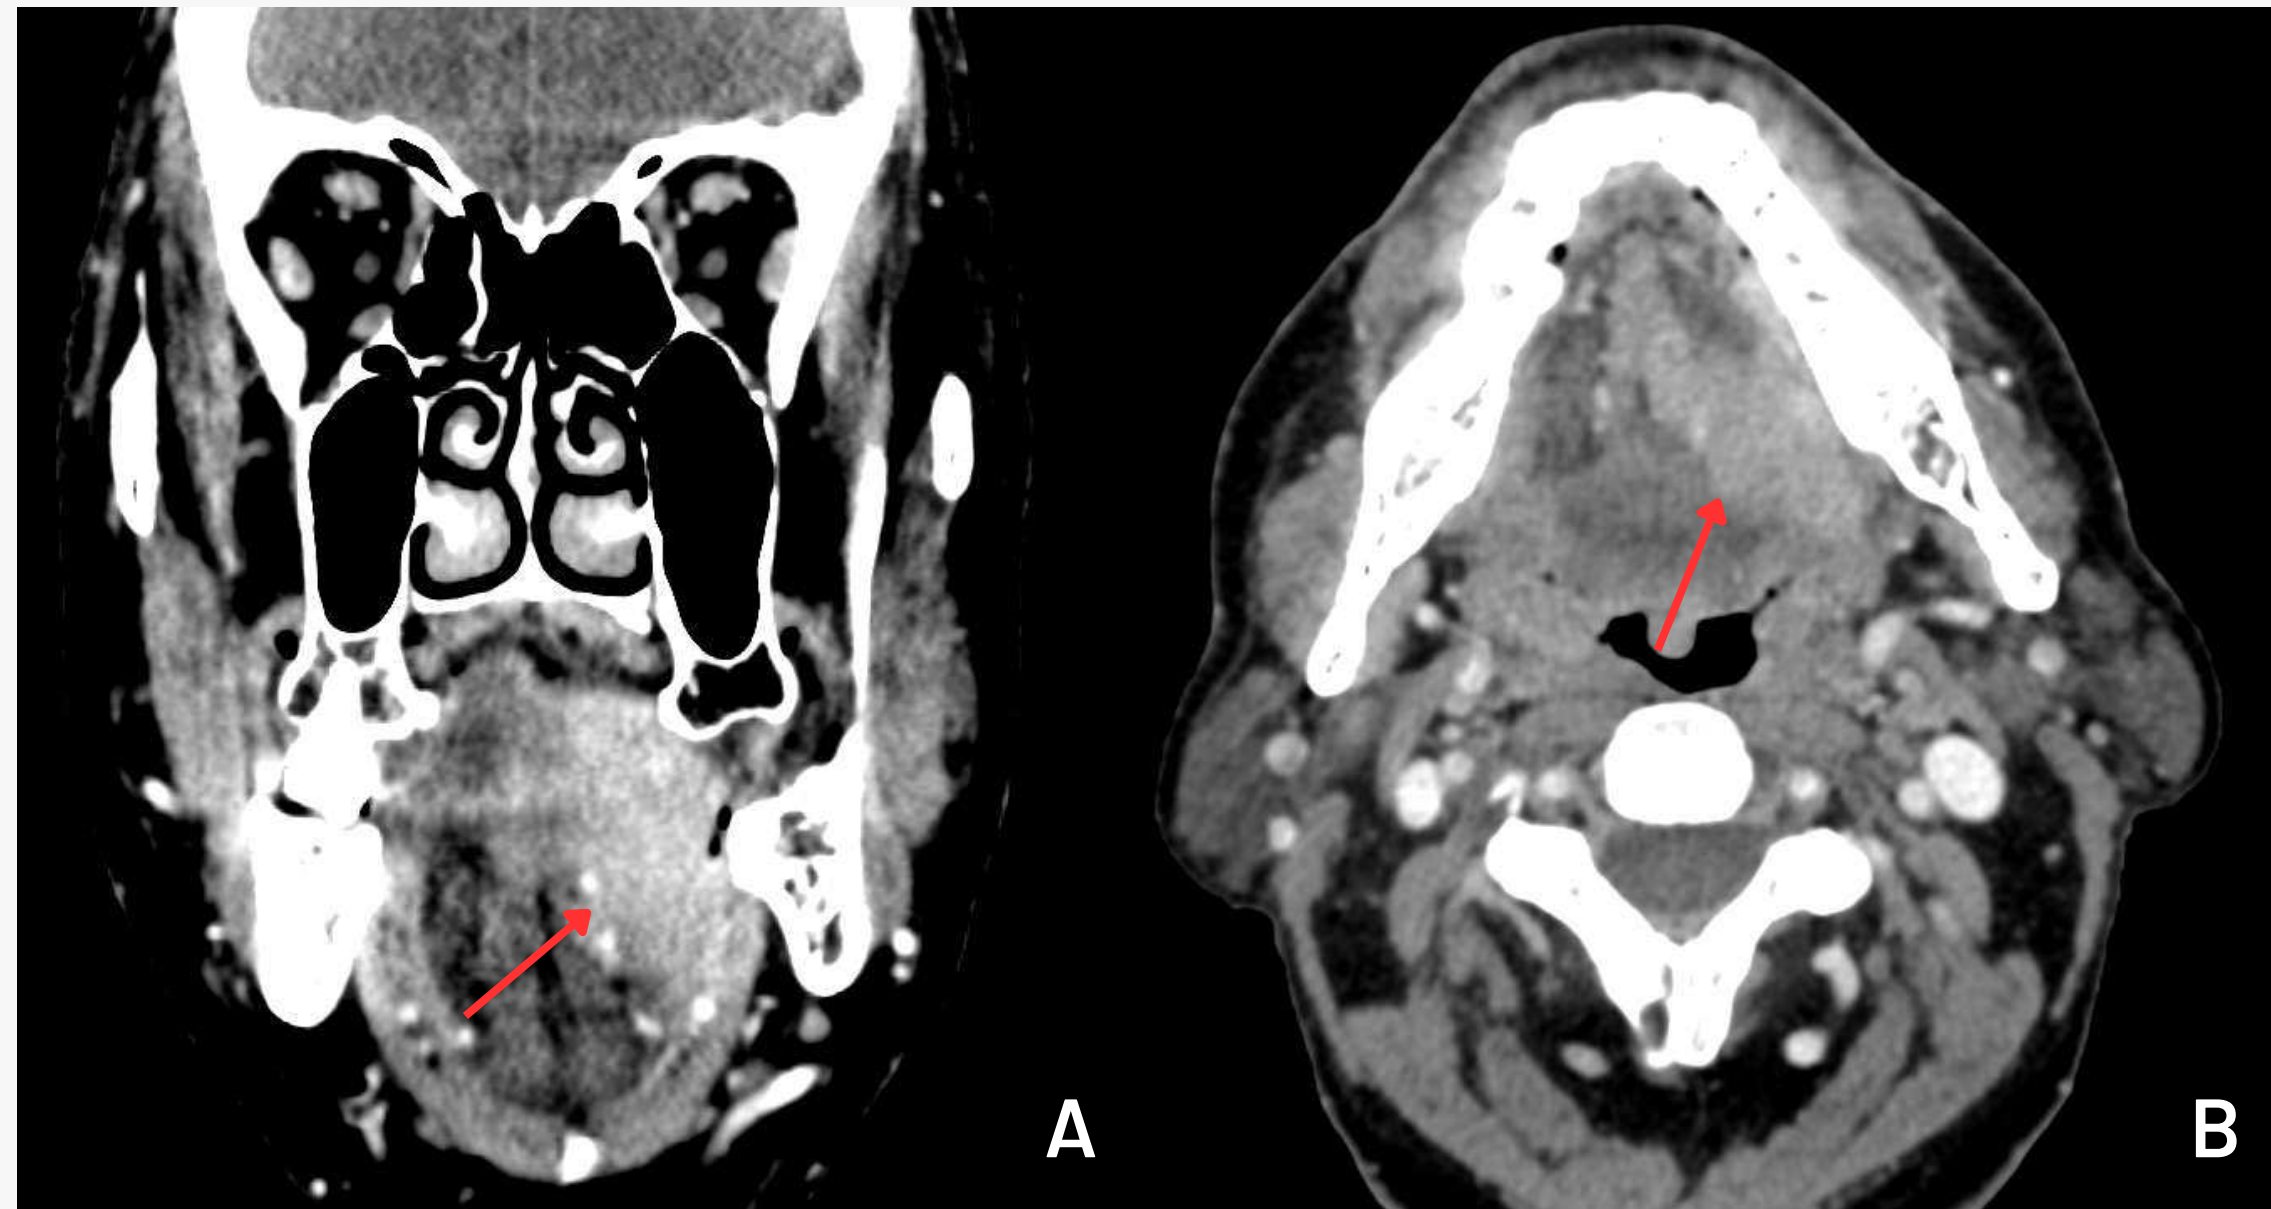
Imagen de TC de paciente con carcinoma de células escamosas de la lengua (flechas rojas).
